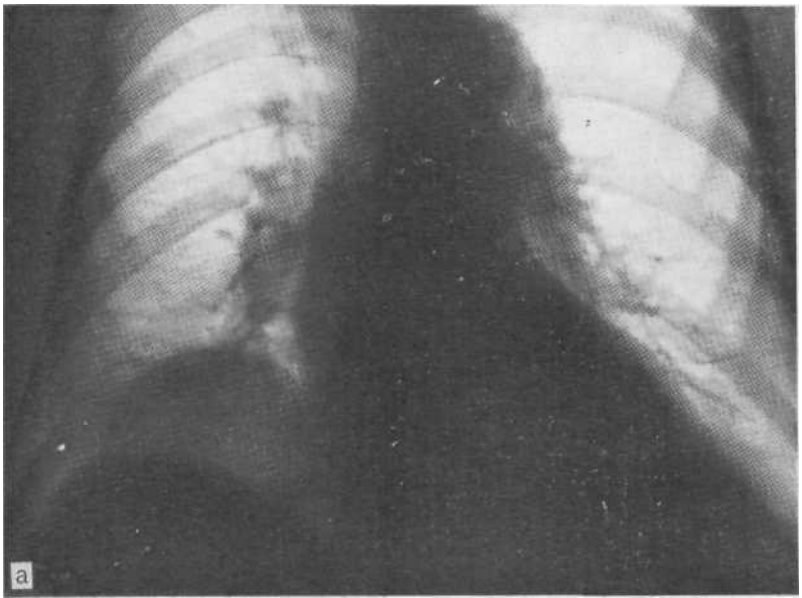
Обзорная рентгенограмма (а), рентгенограмма (б) и томограмма (в) в боковой проекции. Местная релаксация правого купола диафрагмы.
